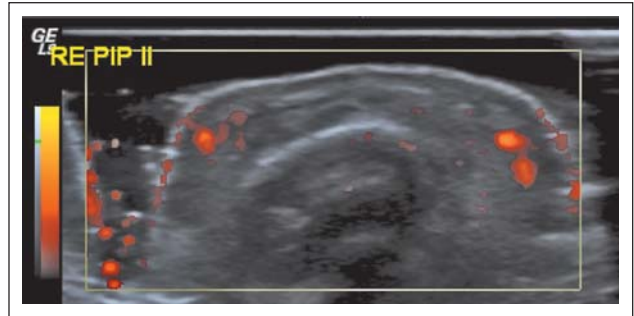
Power-Doppler-Ultraschall eines proximalen Interphalangealgelenks des Fingers mit synovialer Hypervaskularisation (Copyright © I. Nöbauer-Huhmann)
